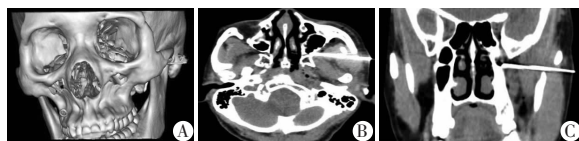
某典型 PIFP 患者 CT 引导下臭氧联合蝶腭神经节阻滞治疗 CT 片
